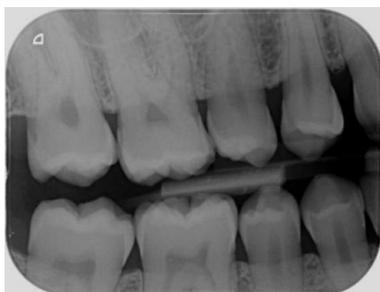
Gambaran Teknik Radiografi
